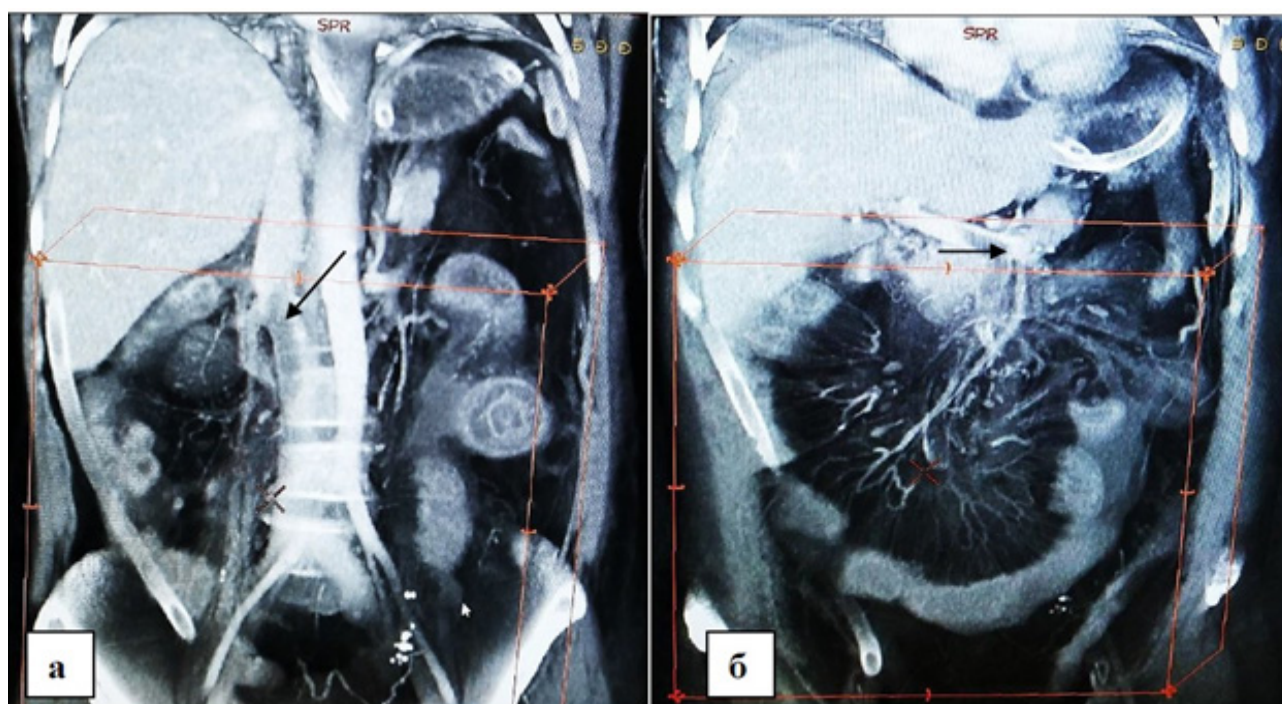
МСКТ брюшной полости с болюсным контрастированием.
